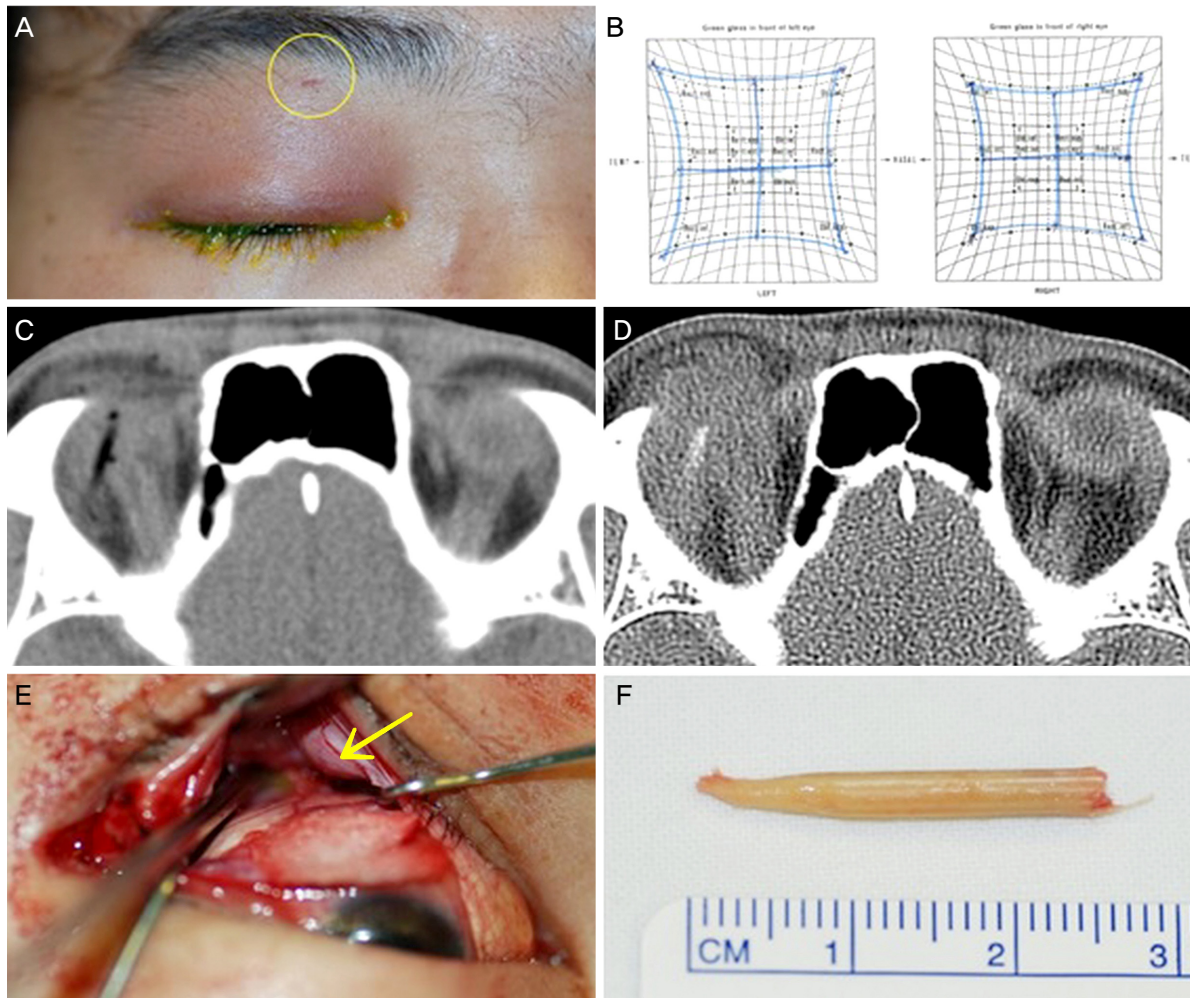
A case of orbital wooden foreign body. (A) A 30-year-old male patient was seen with a right upper lid swelling and ptosis which developed 3 days after periorbital trauma. He was punched under the influence of alcohol 4 days earlier. He visited another hospital, but intraorbital foreign body was not detected at that time. The entrance wound was found just below the brow (yellow circle). (B) A Hess screening test revealed mild ocular movement limitation in upgaze in the right eye resulting a vertical diplopia. (C) An axial computed tomography (CT) scan at the time of the injury showed a linear radiolucent lesion in the right superior orbit, which was misdiagnosed as intraorbital air at another hospital. (D) Follow-up CT scan 4 days after the injury revealed the corresponding lesion became to have a high attenuating density and surrounding inflammation. (E) Surgical exploration through a trans-conjunctival approach revealed a wooden stick foreign body (yellow arrow). (F) A removed wooden foreign body.
